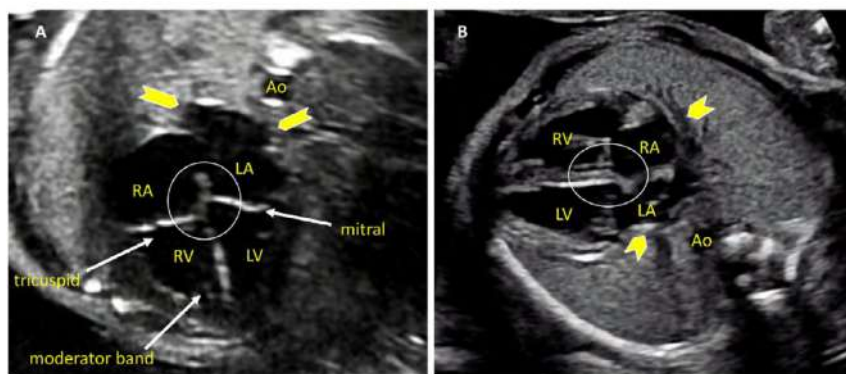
四腔断面像の直交画像。胎児心臓の四腔断面像は、各構造の大きさ、壁厚、超音波照射ビームの向きに応じて、少なくとも2方向の直交面から検査する必要がある。(A)では、心臓のcrux構造(円)と三尖弁と僧帽弁がよく見えるが、心房と心室中隔は(B)で最もよく観察でき、卵円孔もより鮮明に観察できる(楕円)。「四腔」に加えて、肺静脈(矢印)、下行大動脈(Ao)、および調節帯を含む他の構造も表示されている。LA, 左房; LV, 左室; RA, 右房; RV, 右室。Video 4 (available at www.onlinejase.com)を参照。
